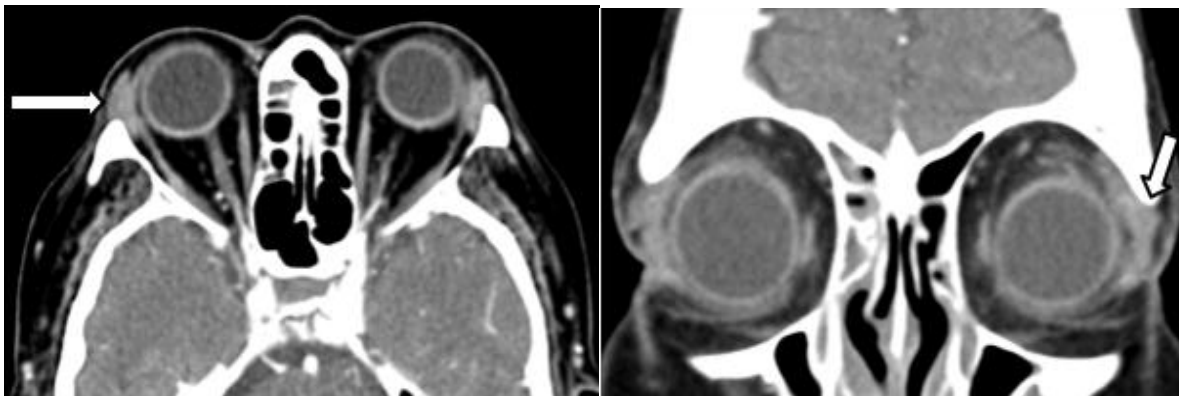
TC en corte axial y reconstrucción coronal. El hallazgo relevante es el aumento de volumen y de la densidad de las glándulas lagrimales de manera simétrica.
